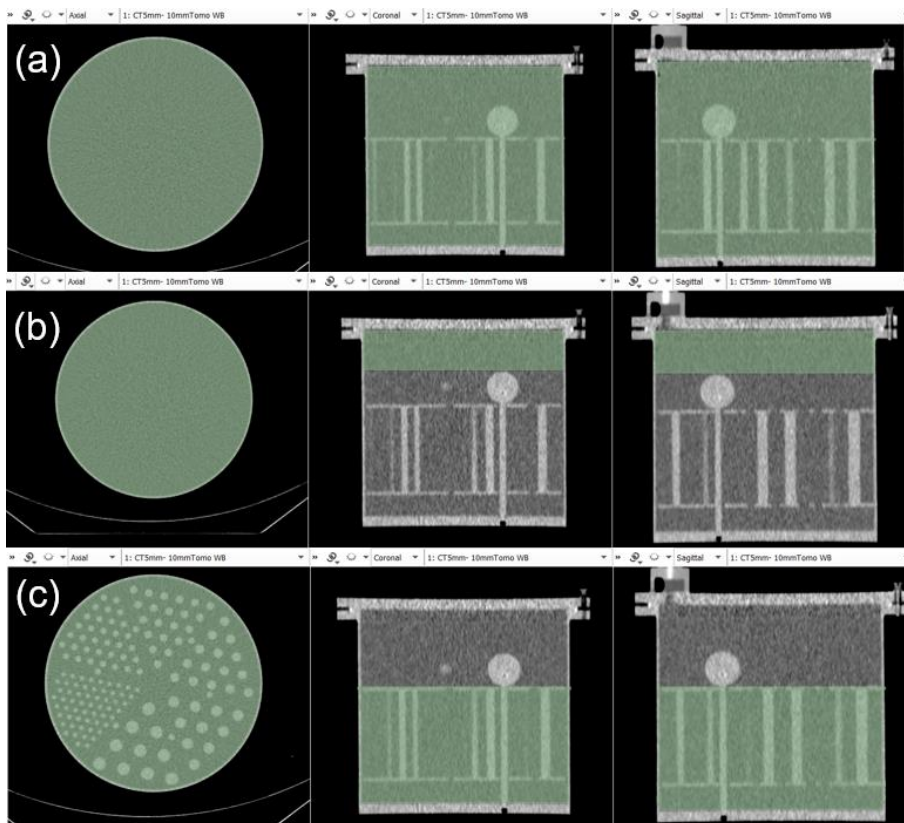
Máscaras elaboradas nas imagens CT do fantoma Jaszczak, nos planos axial, coronal e sagital. (a) VOI cilíndrica no volume total do fantoma; (b) VOI cilíndrica na secção uniforme do fantoma; (c) VOI cilíndrica na secção que contém as *rods* “frias”.
